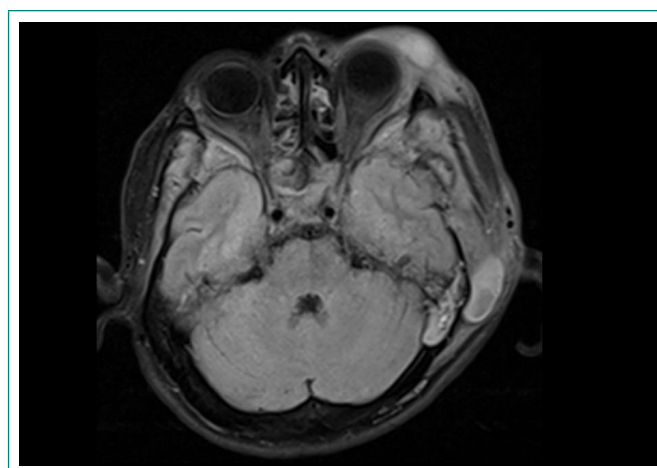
RM-T2 FLAIR, contrastada. Proceso inflamatorio en senos esfenoidales, celdillas etmoidales y mastoides con tumefacción de partes blandas extracraneales
